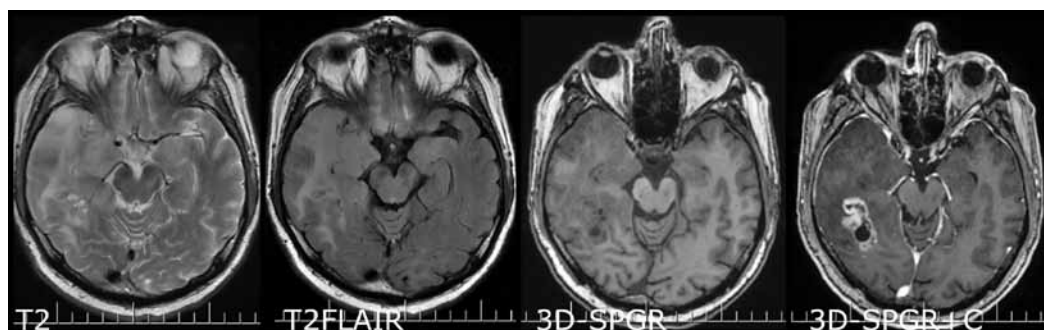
Дооперационная МРТ. Выявляется опухоль задних отделов правой височной доли с интенсивным накоплением контрастного вещества, гипоинтенсивным некротическим центром и перитуморозным отеком (глиобластома)
